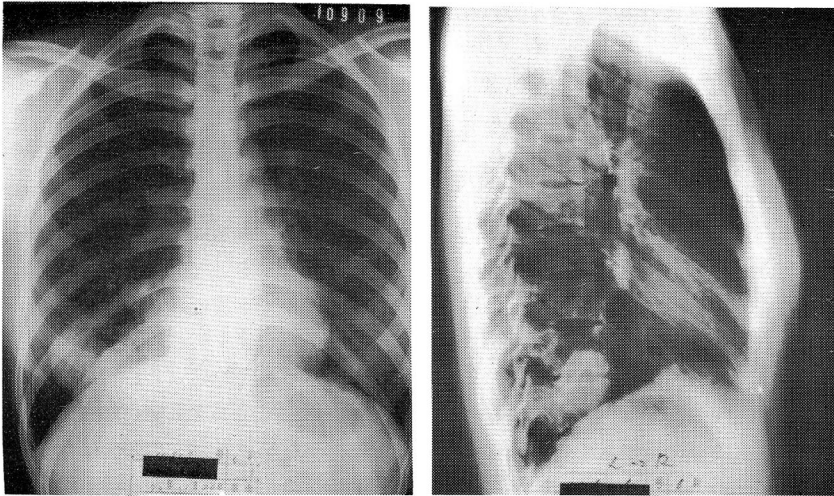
Case 2. Posteroanterior (left) and lateral (right) views of a chest roentgenogram showing round opacities in the right lower lobe.
